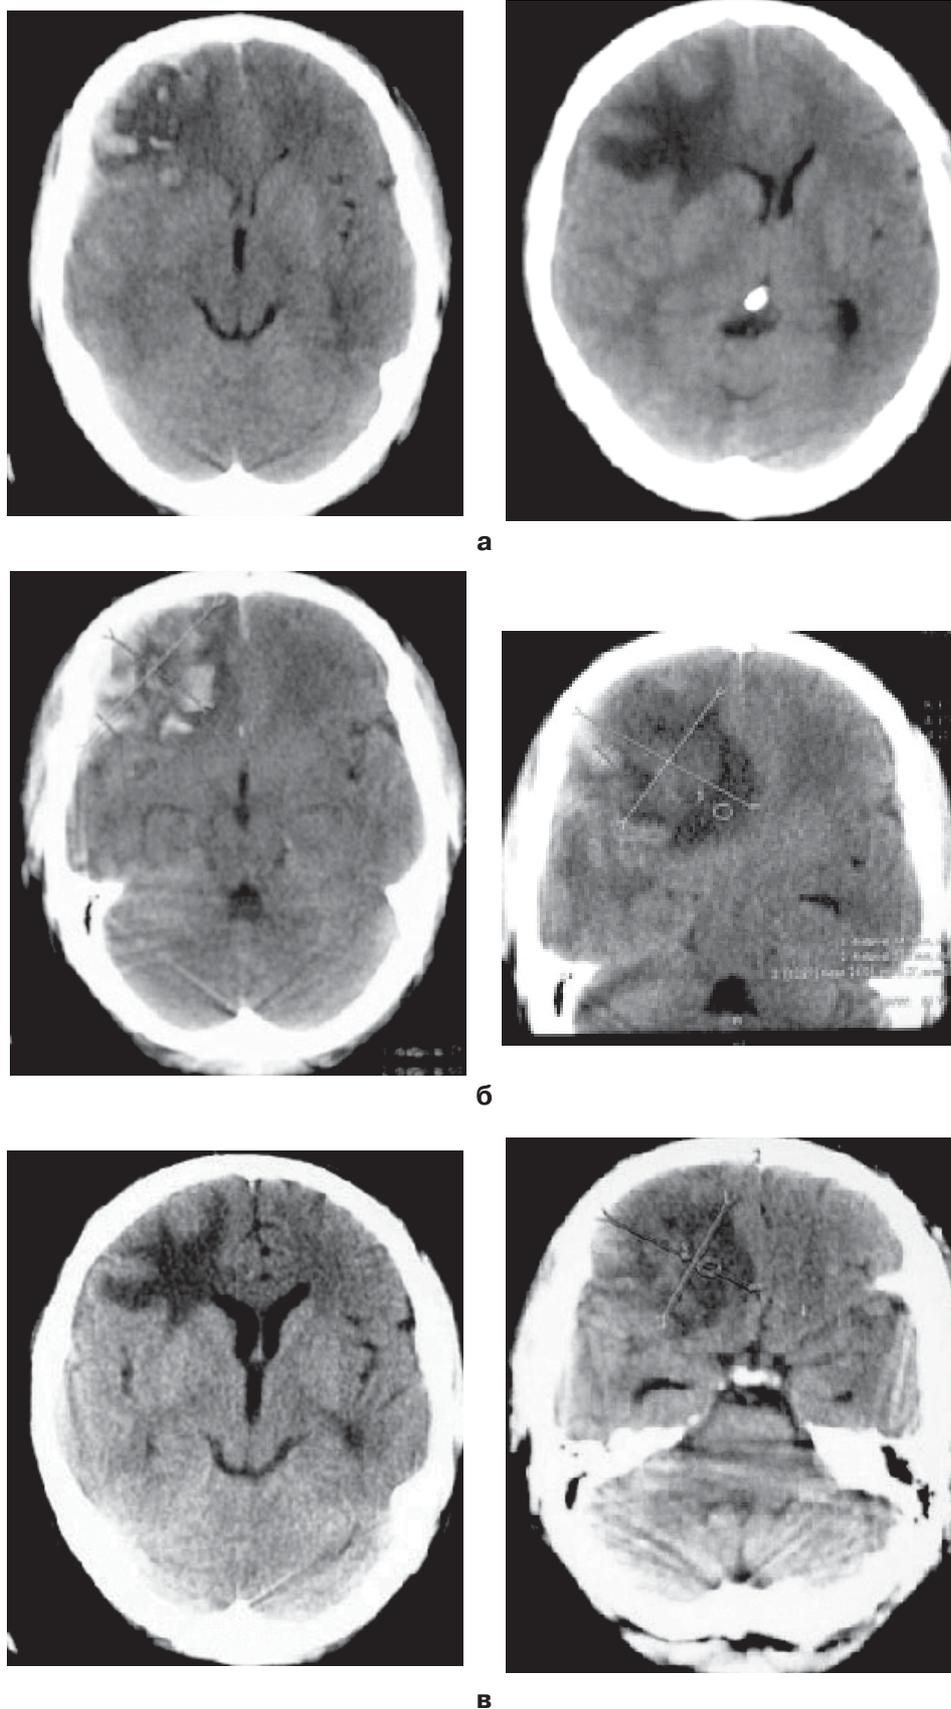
Динамика КТ ушиба головного мозга больного Ф. На фоне лечения гормонами и ингибиторами протеолиза. а) 2 сутки – геморрагические очаги правой лобной доли; б) 8 сутки регресс геморрагических очагов, нарастание долевого отека головного мозга, смещение срединных структур до 12 мм; в) 13 сутки значительное уменьшение отека и дислокационного синдрома с умеренным расширением желудочков.
